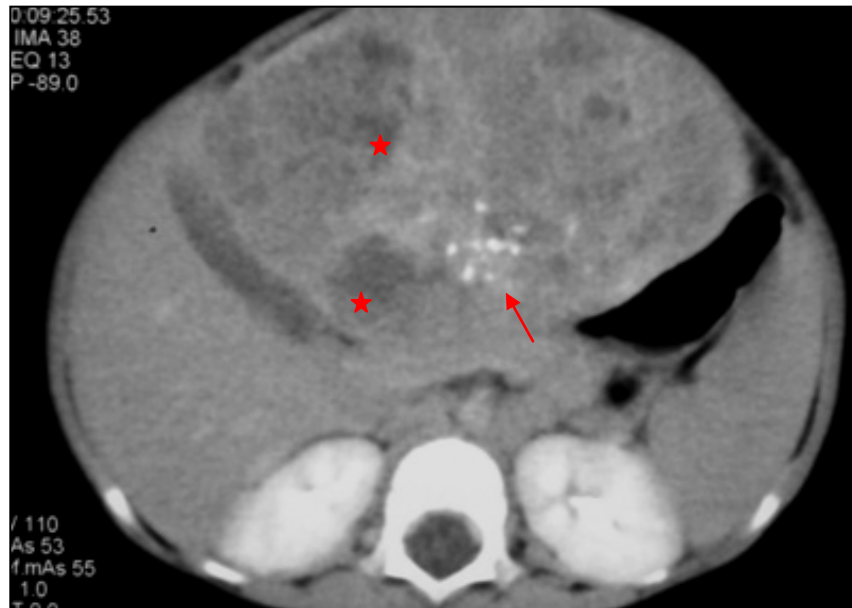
TDM abdominale initiale après injection de produit de contraste montre une prise de contraste hétérogène d'une lésion tumorale hépatique volumineuse siège de calcifications (flèche) avec délimitation des zones de nécrose (étoiles) révélant un hépatoblastome
